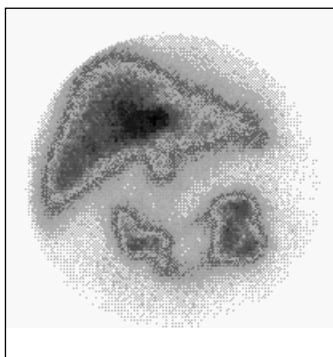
Функциональное изображение II типа. Радионуклидное исследование накопительно-выделительной функции печени (гепатобилиосцинтиграфия)
